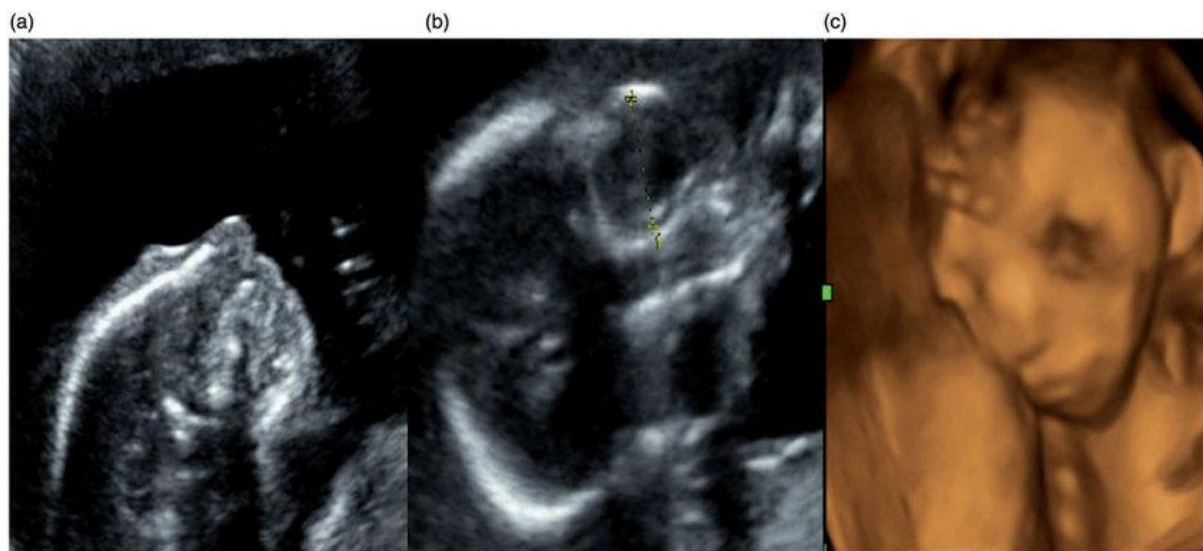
Échographie en 2D et en 3D évoquant le syndrome de Seckel: (a) un profil d'oiseau, (b) de grands yeux avec hypotélorisme, et (c) des oreilles basses et proéminentes. [30ic]
